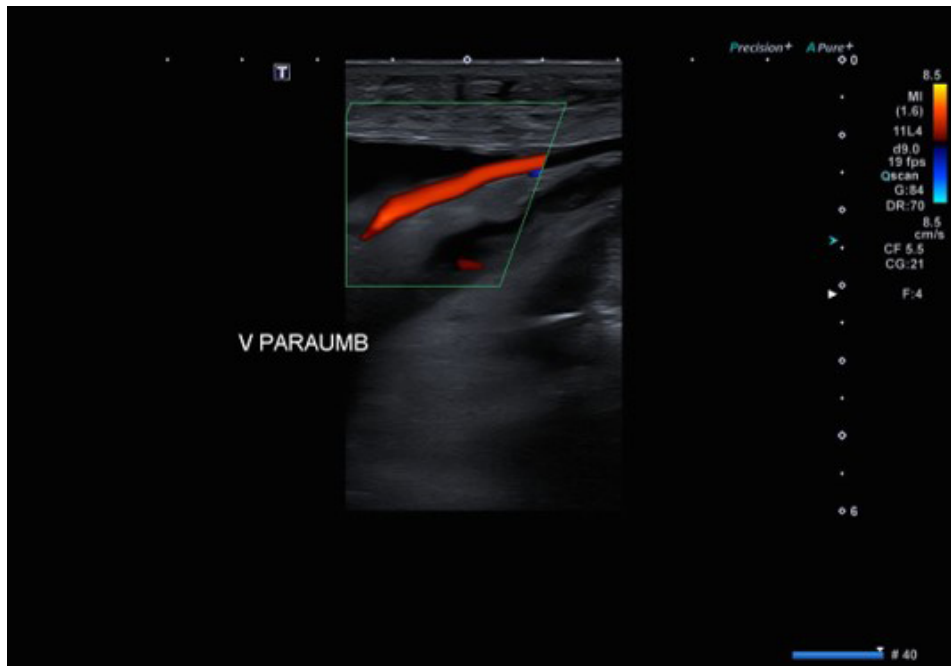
Análise da veia paraumbilical ao Doppler colorido
